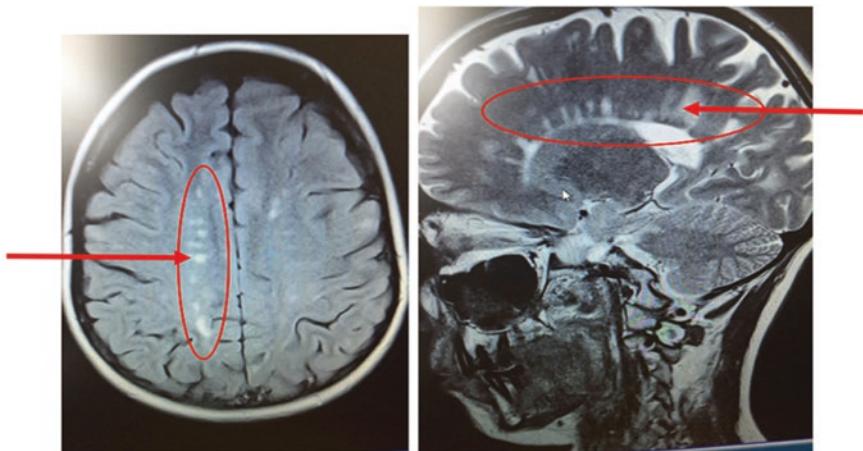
Axiale (links) und sagittale (rechts) Schnittführung, Bildkontrast: T2-FLAIR (links) und T2 (rechts), typische „hahnenkammartige MS-Herde“ oder auch Dawson-Finger genannt
